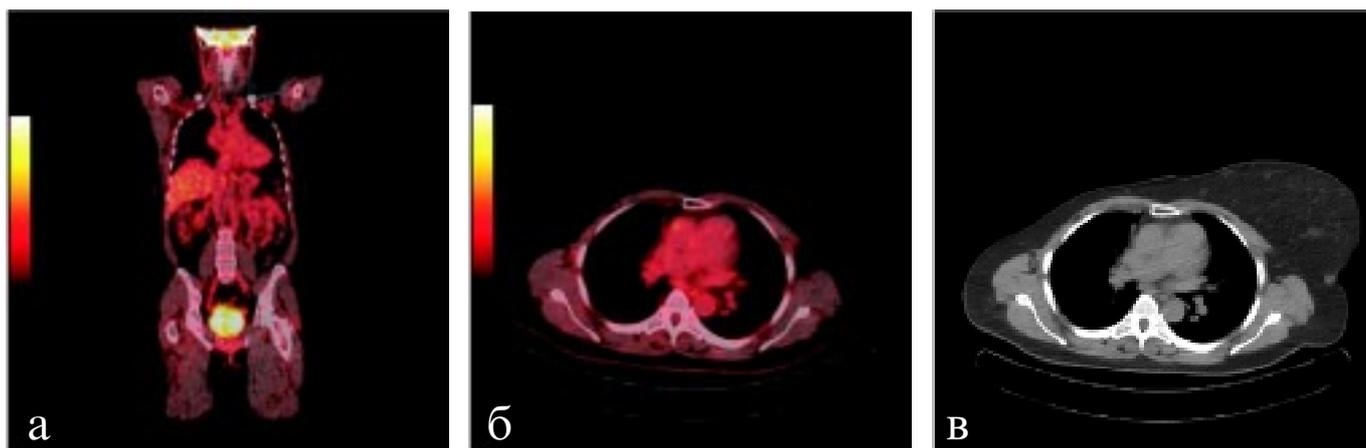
ПЕТ-КТ у хворой на рак правої грудної залози, стан після комплексного лікування: а — ПЕТ-КТ, фронтальний зріз; б — ПЕТ-КТ, аксіальний зріз; в — низькодозова КТ, аксіальний зріз
